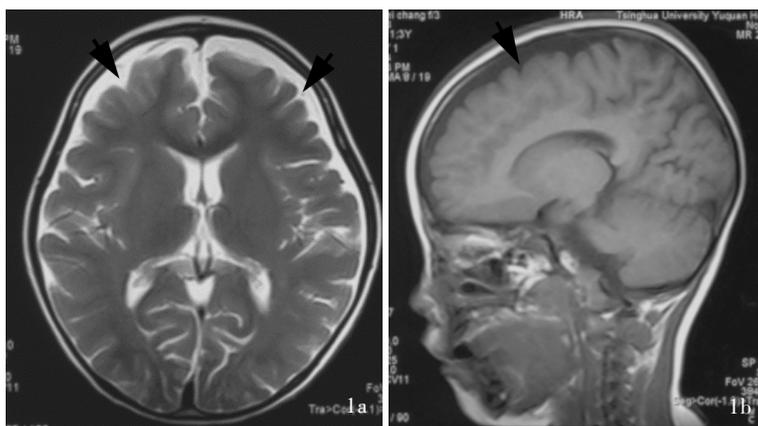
发病5 d时头部MRI显示, 双侧额颞叶凸面和前纵裂蛛网膜下隙和邻近脑沟增宽(箭头所示) 1a 横断面T<sub>2</sub>WI 1b 矢状位T<sub>1</sub>WI
